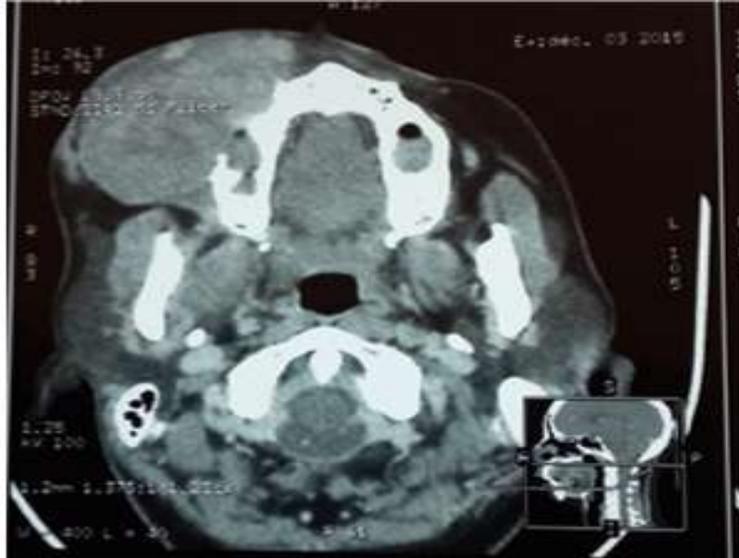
TDM montrant une masse ostéolytique envahissant le sinus.
